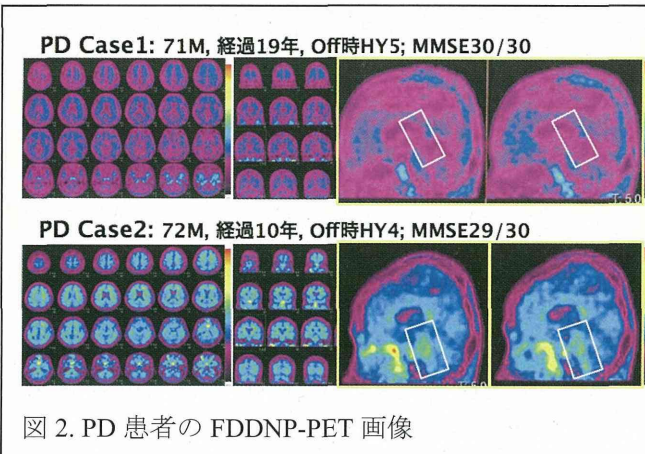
PD 患者の FDDNP-PET 画像
